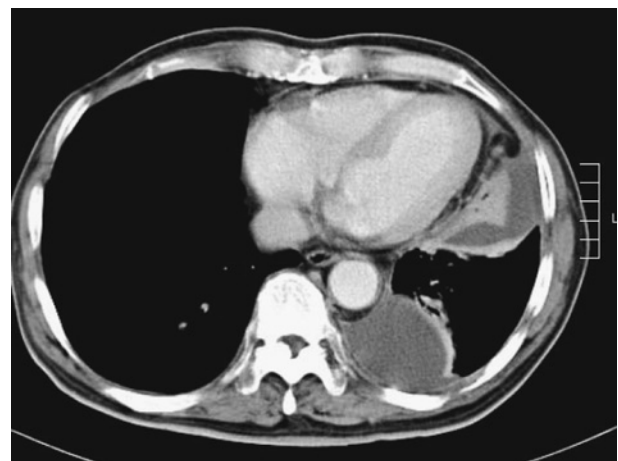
Chest computed tomographic (CT) scan demonstrated demarcated left pleural fluid and passive atelectasis of the left lung.
